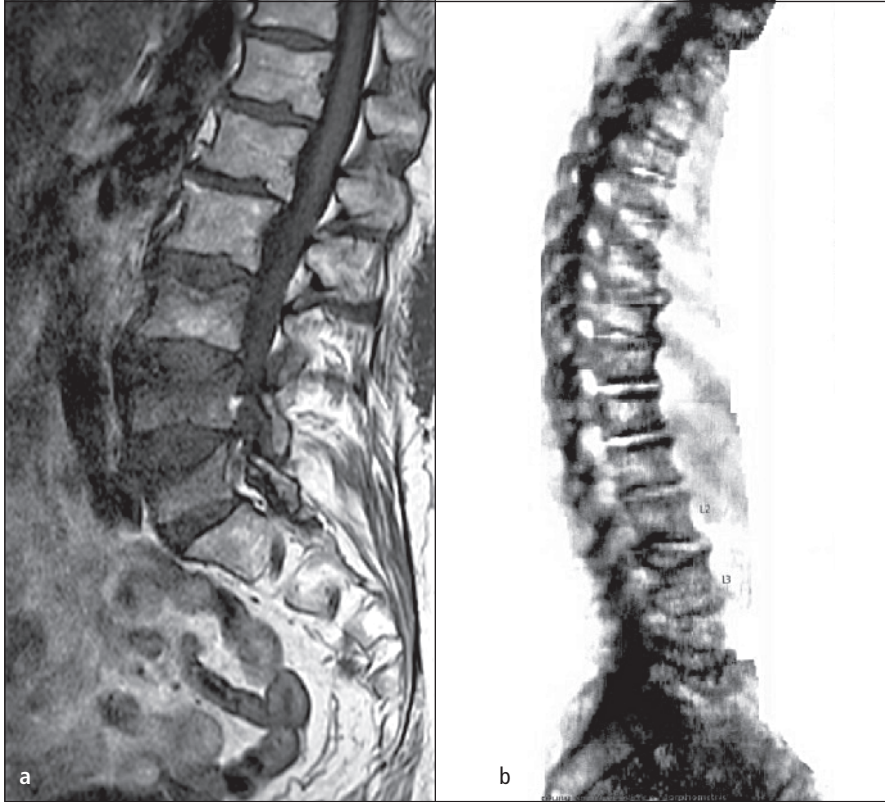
(a) MRT-Bild der LWS mit Frakturen LWK 3 bis 5; (b) LVA-Morphometrie (LUNAR Prodigy)
